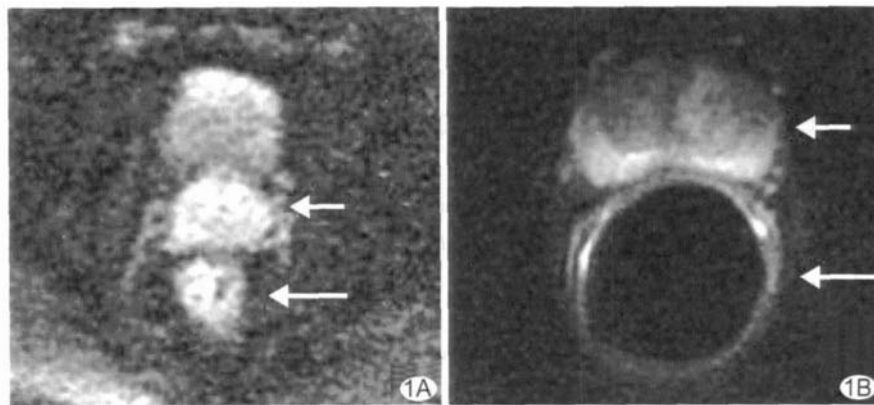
常规 DWI(A)与直肠内 DWI(B) 图中短箭为前列腺,长箭为直肠,直肠内 DWI 的空间分辨率明显高于常规 DWI,但距离直肠内线圈前表面较远的部分信号衰减严重
